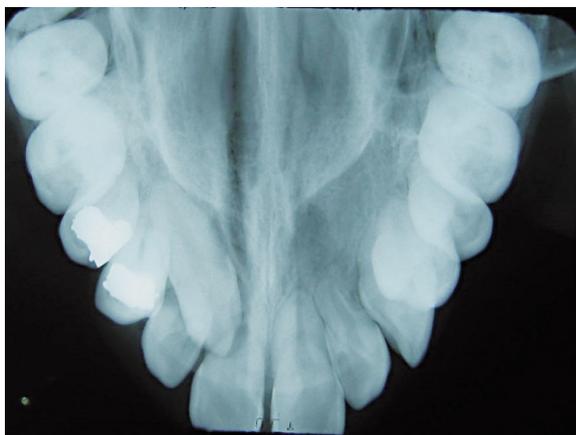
Radiografía oclusal preoperatoria.
